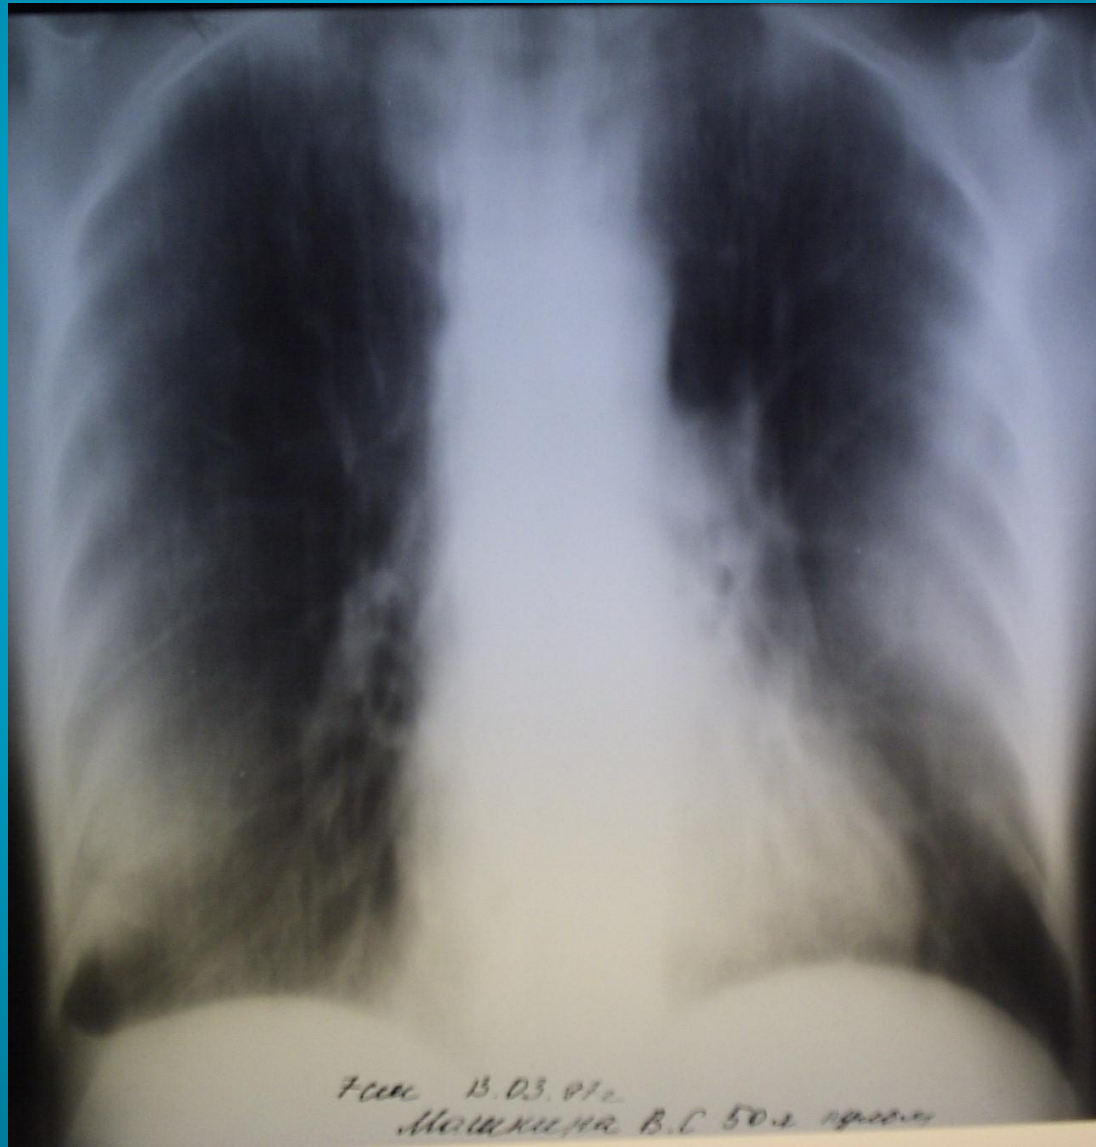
Пациент П. 78. Диагноз: Рак трахеи. Томография:
